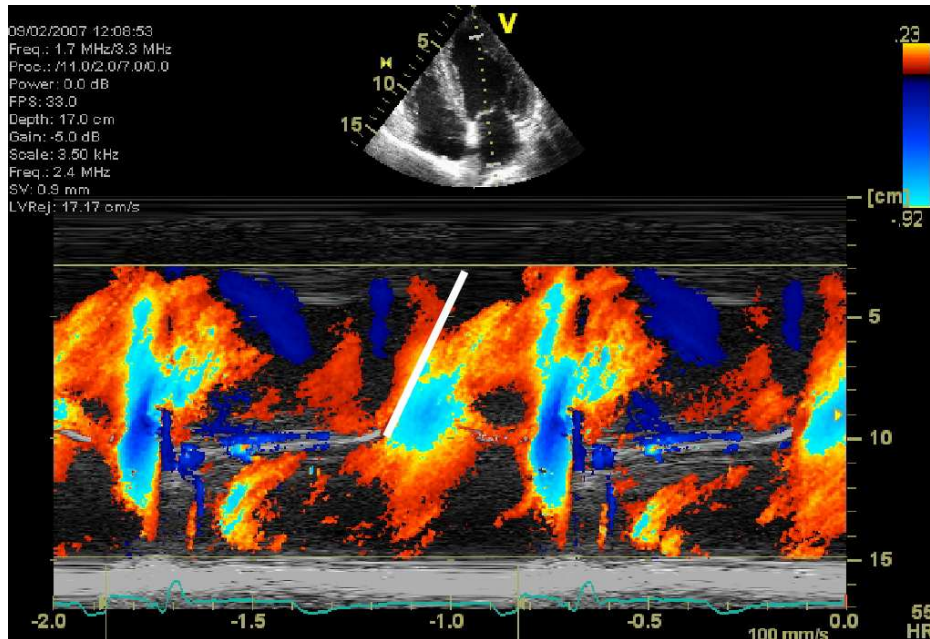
Ejemplo de una imagen Doppler-color Modo-m del flujo transmitral. La pendiente de la línea blanca representa V_p del flujo de entrada del VI. Para estimar la V_p el cursor del modo-M se sitúa en el centro de la columna del flujo del llenado del VI. Se ajusta la línea de base de la escala de color de modo que el jet central con mayor velocidad sea azul. La V_p se mide como la pendiente de la primera velocidad de aliasing durante el llenado precoz, medido desde el plano de la válvula mitral hasta 4 cm distalmente dentro de la cavidad ventricular.
